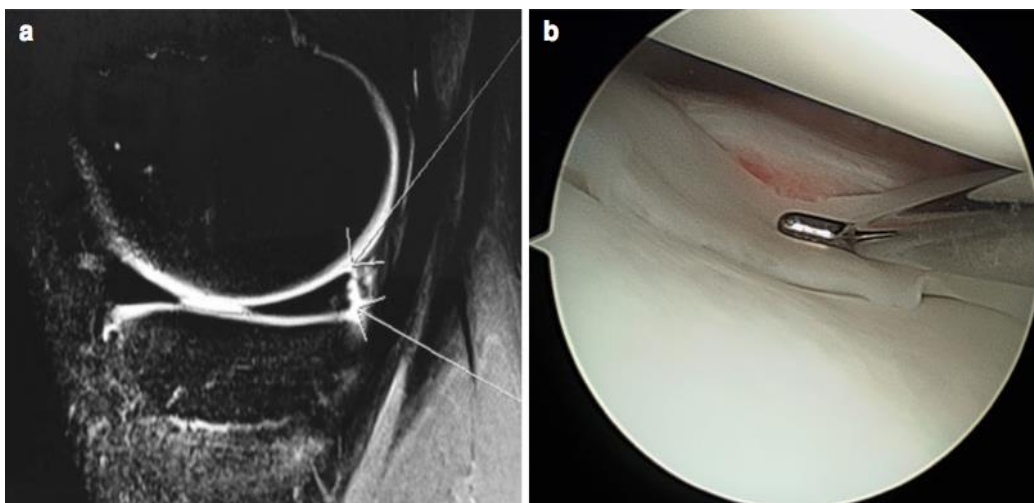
Visualização artroscópica e imagiológica de ruptura longitudinal periférica. a) Observação de ruptura longitudinal periférica do menisco externo na ressonância magnética (RM) (setas brancas); b) visualização
